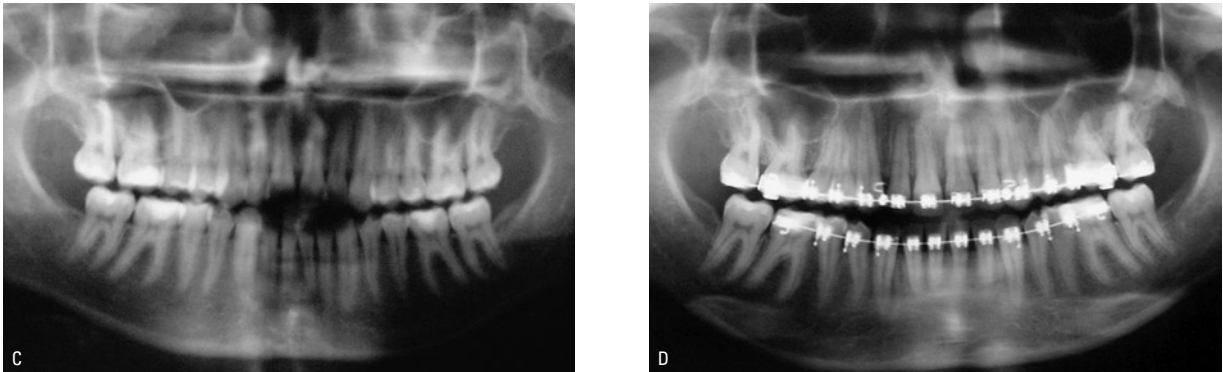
Radiografias panorâmicas do paciente 2 - C) inicial, D) controle após 10 meses de tratamento.
